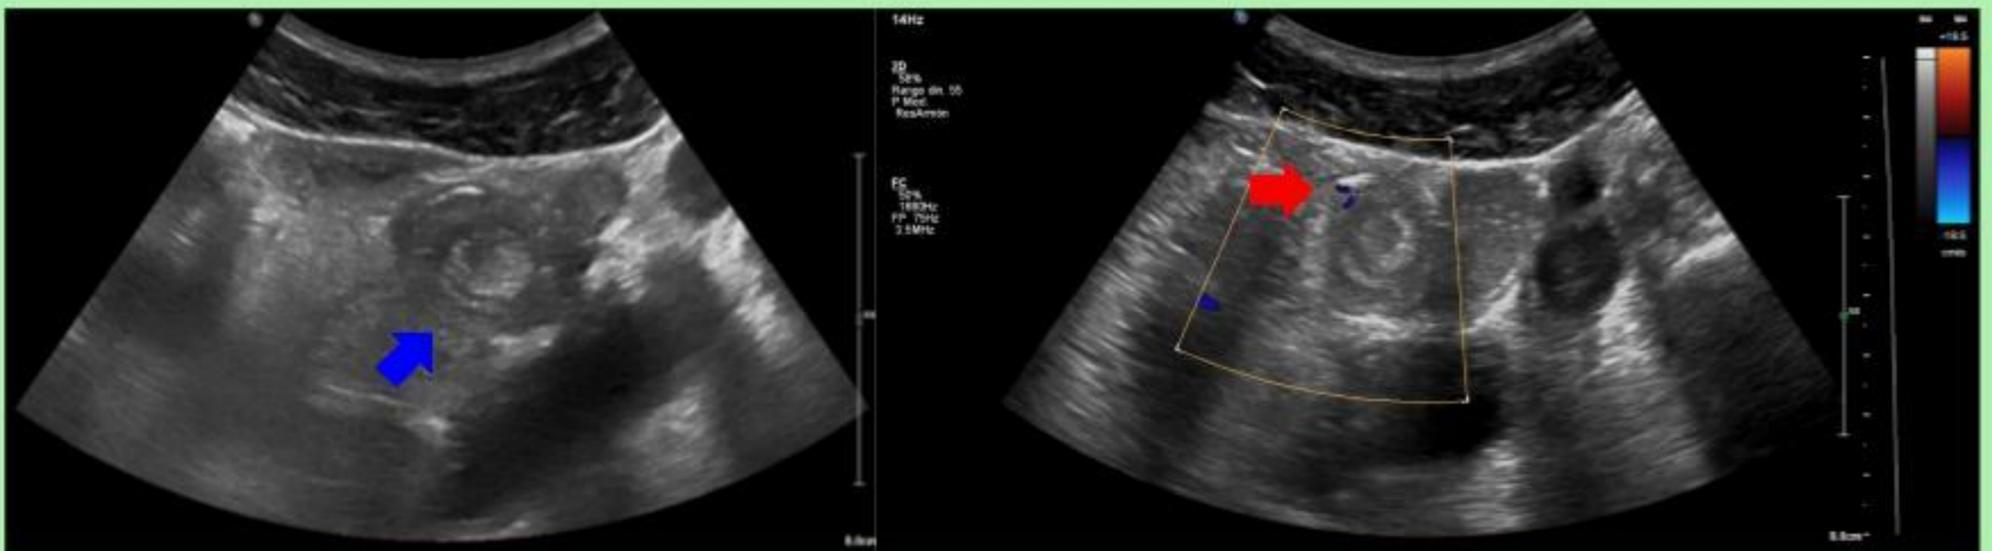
Invaginación intestinal en paciente adulto con dolor abdominal. "Signo del donut" (flecha azul) Aumento de flujo Doppler en la pared invaginada (flecha roja).
